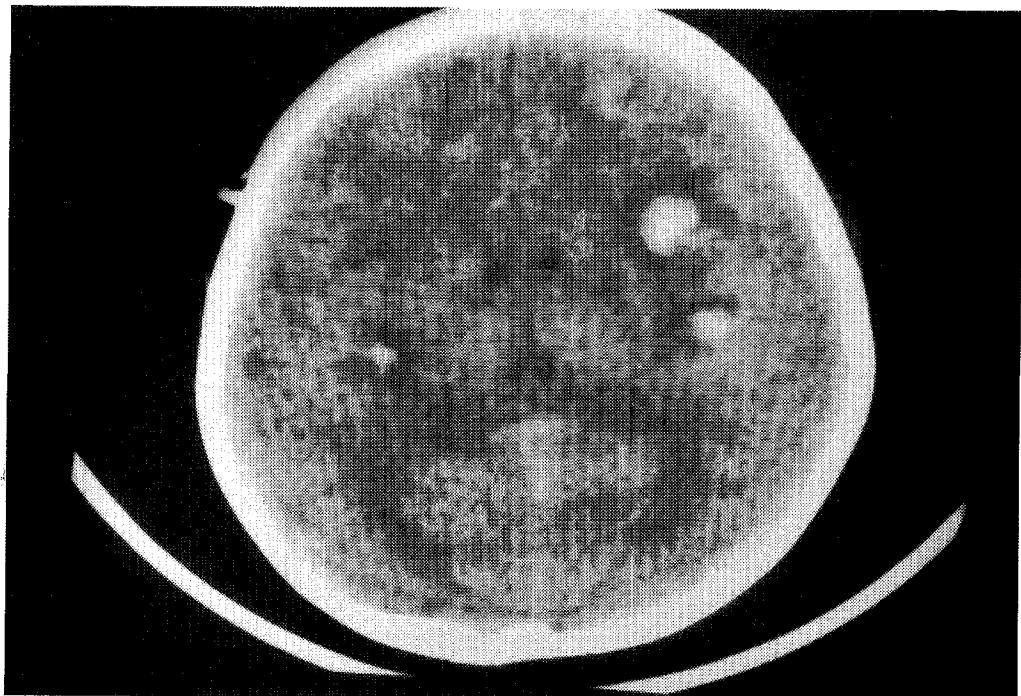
Brain CT shows multifocal low densities and hemorrhages in bilateral temporal areas.
